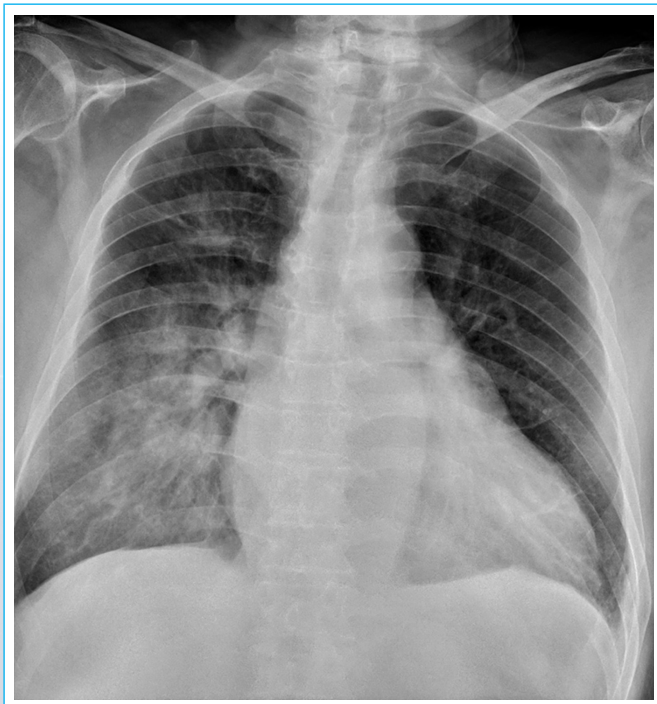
Radiografía de tórax. Cardiomegalia. Patrón alveolointersticial unilateral en base de pulmón derecho.
